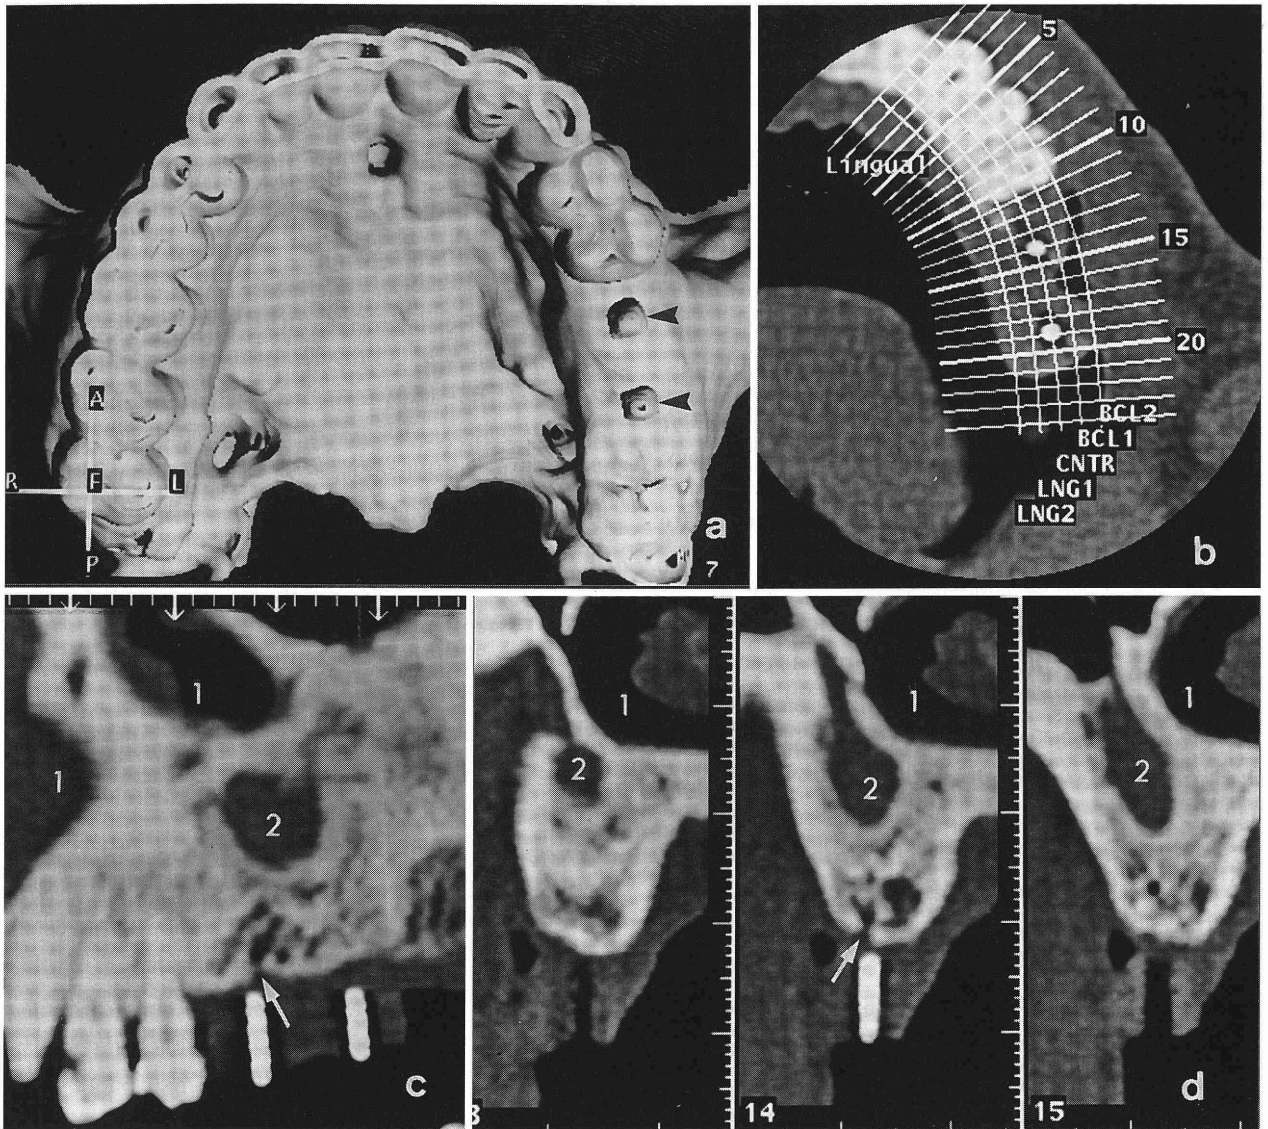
a; 口蓋側から見た三次元 CT 画像。左側大臼歯部にマーカーでフィクスチャー埋入予定部位を示す(矢頭)。b; 軸位断画像上で歯列に沿った断面を描き、それに垂直な断面の設定。c; 歯列に沿った MPR 画像。d; c の画像に垂直な断面像を 2 mm 間隔で示す。フィクスチャー埋入予定部位の歯槽頂には皮質骨の断裂(矢印)、海綿骨に骨吸収像と全体的な骨硬化像が認められる。1: 鼻腔 2: 上顎洞
